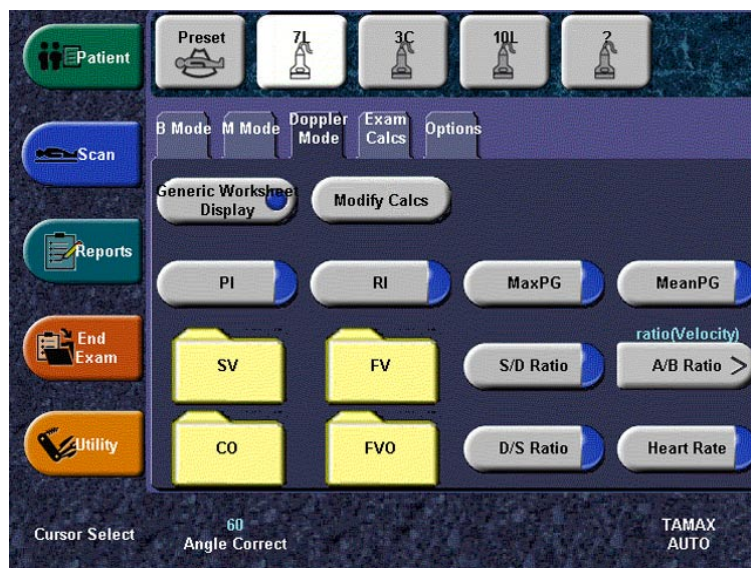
Сенсорная панель Doppler Mode (Доплеровский режим): Расчеты для брюшной полости
